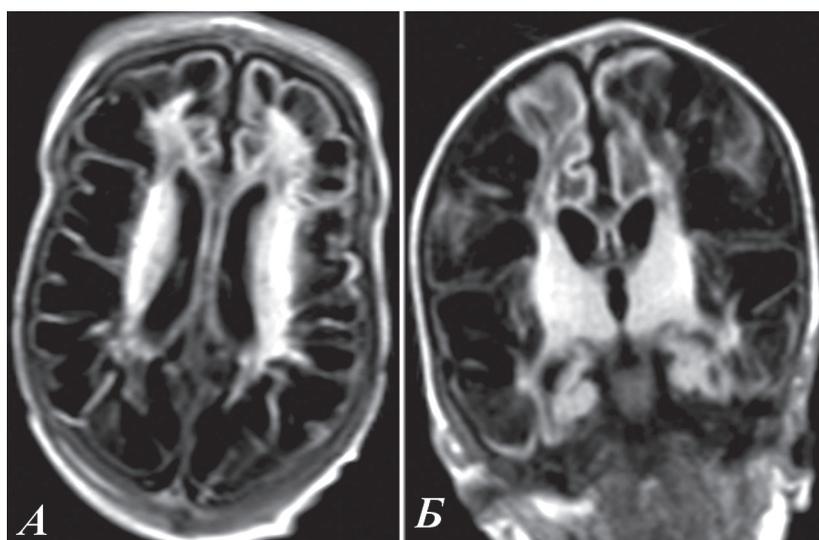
МРТ. Мультикистозная энцефаломалиция у новорожденных на 4-й неделе жизни. А — аксиальная плоскость. Б — коронарная плоскость.
